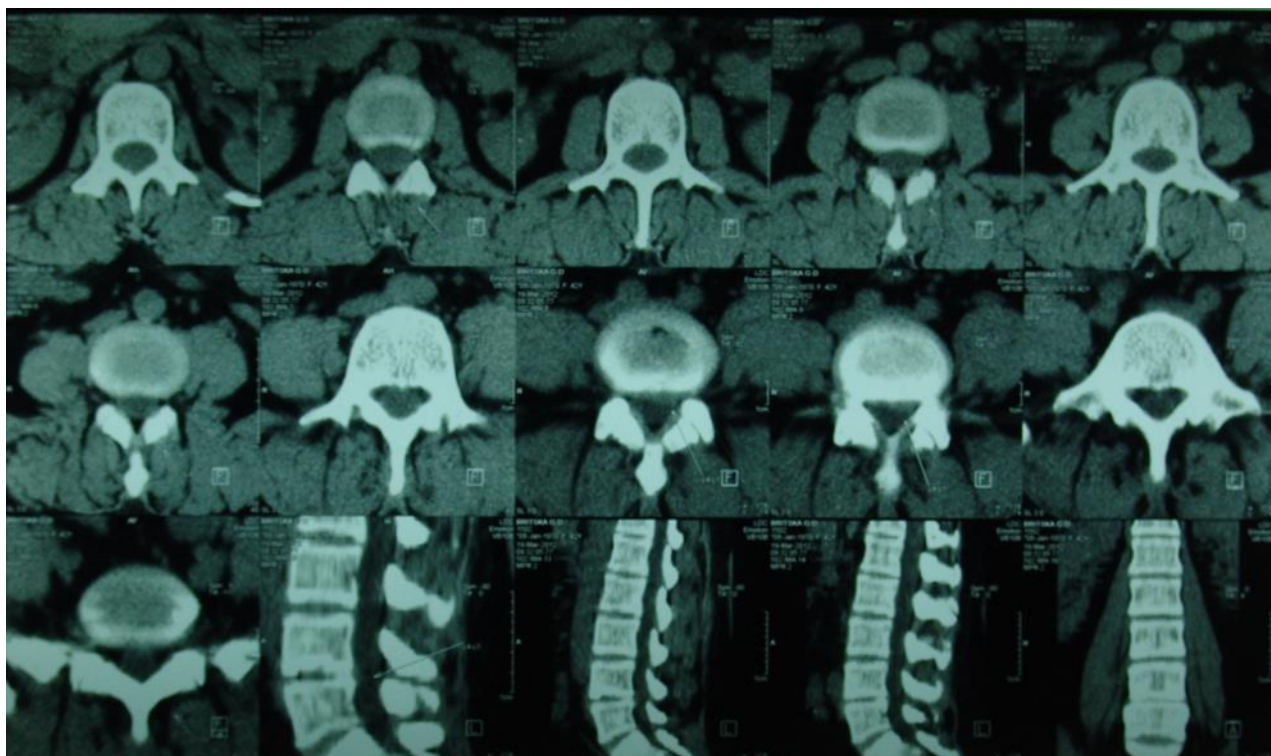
Серії томограм: фізіологічний лордоз поперекового відділу хребта згладжений. Тіла хребців звичайної форми трабекулярної структури. Товщина кортикального шару задовільна. Наявне нерівномірне зниження висоти міжхребцевих проміжків. В сегменті L4-L5 – дорсальне випинання диску вузькою ніжкою глибиною до 0,65 см, що звужує просвіт спинномозкового каналу до 0,95 см та нейрон-форамінального отвору, викликаючи компресію їх структур. На решту оглянутих проміжках дискогенної патології не виявлено. Паравертебральні тканини без особливостей. Заключення: КТ-ознаки грижі диску в сегменті L4-L5. Остеохондроз поперекового відділу хребта
